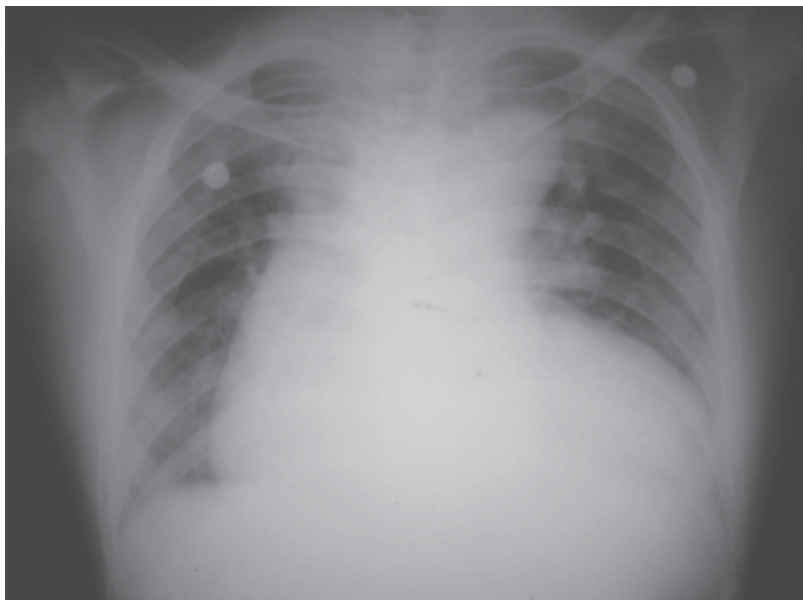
Dissecção da aorta. Radiografia de tórax na projeção posteroanterior, mostrando alargamento do mediastino secundário à dissecção da aorta.
